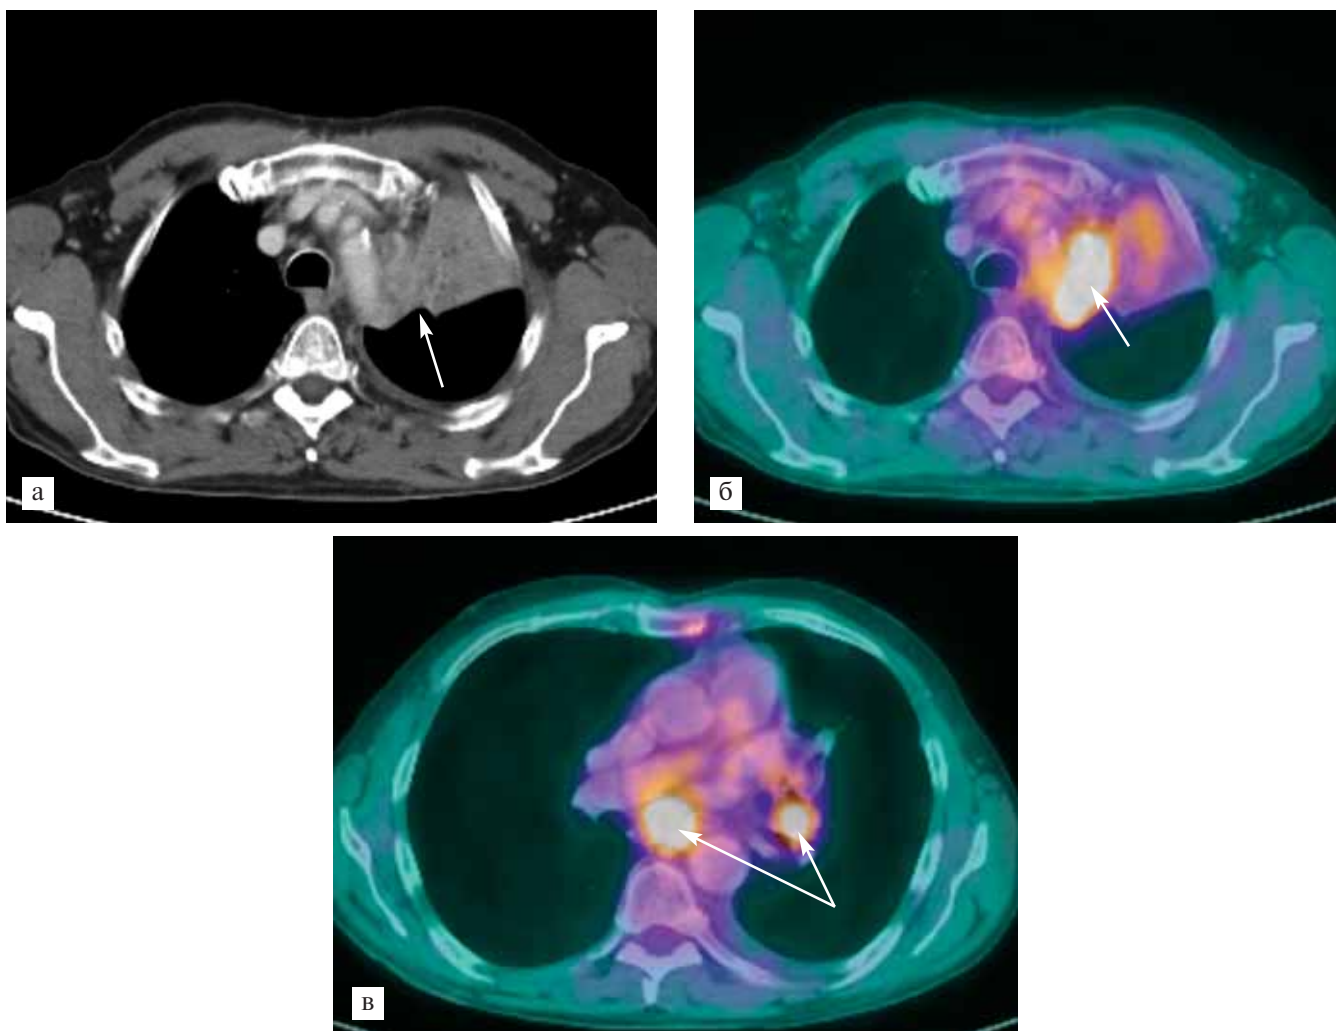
Рецидив центрального рака левого легкого с поражением регионарных лимфатических узлов. При КТ (а) определяется образование, исходящее из левого верхнедолевого бронха в зоне оперативного вмешательства (стрелки). Отмечается ателектаз S1 и S2 левого легкого. На ПЭТ/КТ томограмме (б) в образовании отмечается гиперметаболизм глюкозы (стрелки), практически отсутствующий в ателектазированных сегментах. При ПЭТ/КТ (в) отмечается поражение бифуркационных и бронхопульмональных лимфатических узлов (стрелки).
